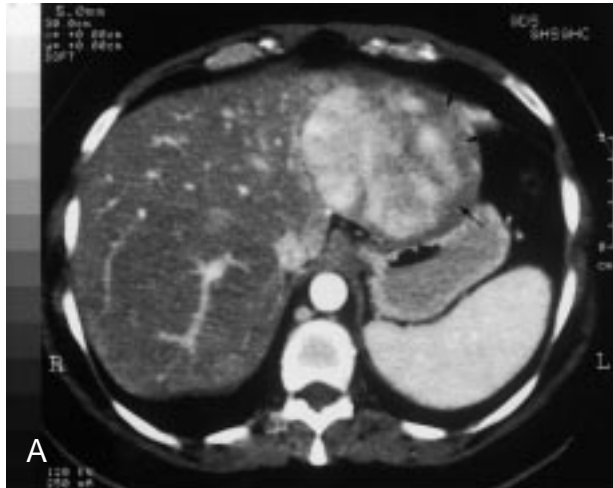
Hiperplasia nodular focal atípica. A) En la fase arterial se observa una lesión hipervascular relativamente homogénea en los segmentos II-III sugestiva de HNF. No obstante, se observan áreas tumorales hipovasculares (flecha) que son atípicas. B) Biopsia percutánea bajo control mediante TC con Tru-cut de 18-G. El cilindro hepático demostró hepatocitos benignos y proliferación colangiolar compatibles con HNF.
